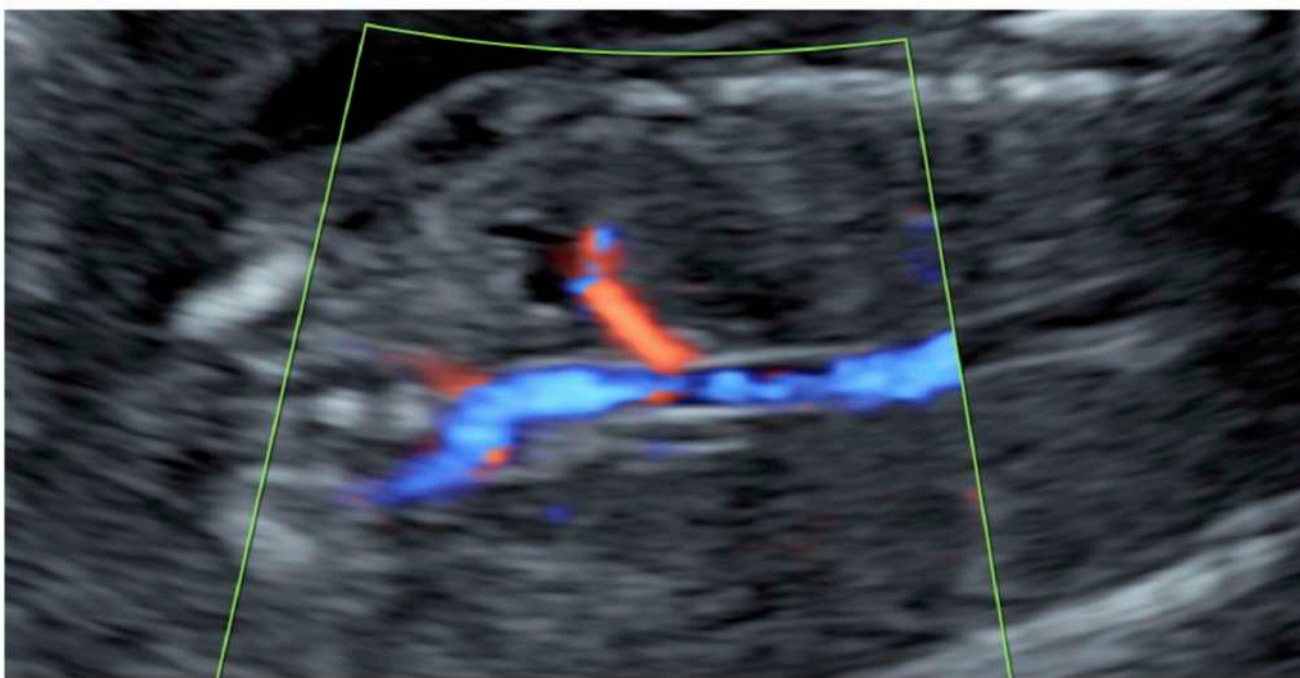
Agenesia renal derecha demostrada con Doppler Color en la semana 16.
